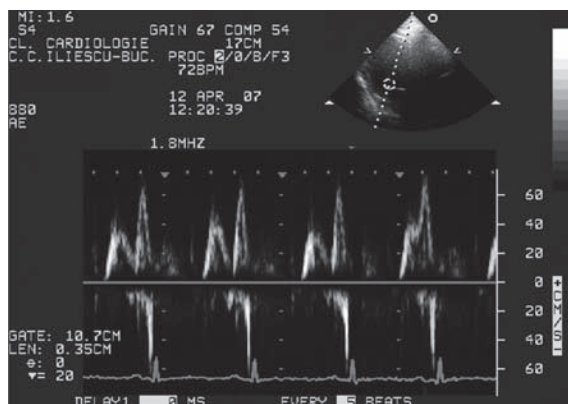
Ecografie 2D și Doppler pulsat. Cu eșantionul plasat la vârful valvelor mitrale în incidență apical 4C se obține traseul Doppler în care observăm a 4-a pereche de unde E și A cu aspect diferit față de cele precedente. Fenomenul se datorează apariției precoce a unei P, respectiv a contracției atriale, ce face ca unda A să se suprapună parțial cu unda E.
